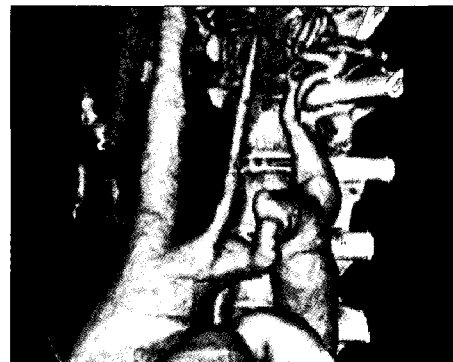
Preoperative 3D-CT shows atypical coarctation associated with hypoplasia of Lt common carotid artery and Lt subclavian artery.
